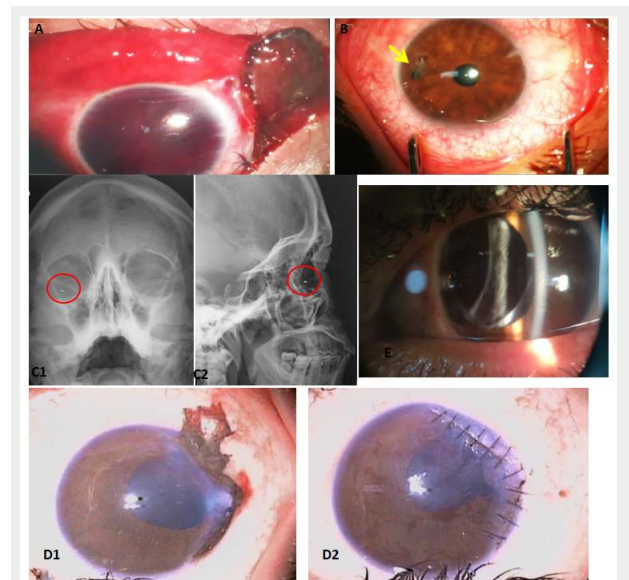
A) Plaie sclérale de la zone II avec issue de la choroïde et hyphéma total, B) Plaie cornéenne paracentrale temporale faisant moins de 1 mm, avec un corps étranger métallique incrusté (flèche jaune), C) radiographie des orbites de face (C1) et de profil (C2) montrant un CEIO radio-opaque au niveau de l'œil droit (cercle rouge), D) photographies du segment antérieur; D1 : plaie limbique avec issue de l'iris, D2 : aspect de la plaie après réparation primaire, E) Photographie du segment antérieur après chirurgie de la cataracte traumatique avec implantation d'un implant rigide dans le sulcus.
